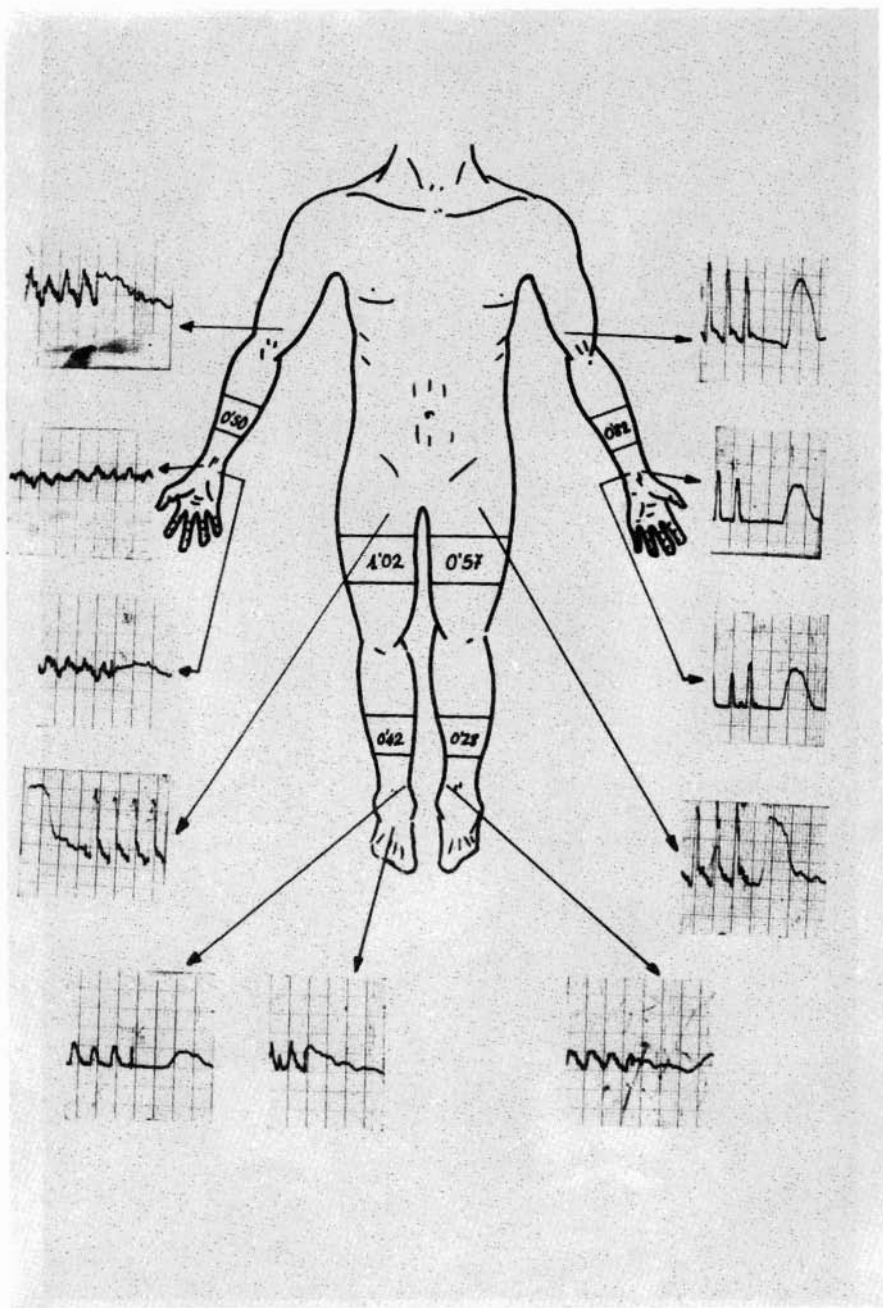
Caso n.º 2. Exploración Doppler inicial. Alteración intensa de las ondas de flujo y de los índices.
